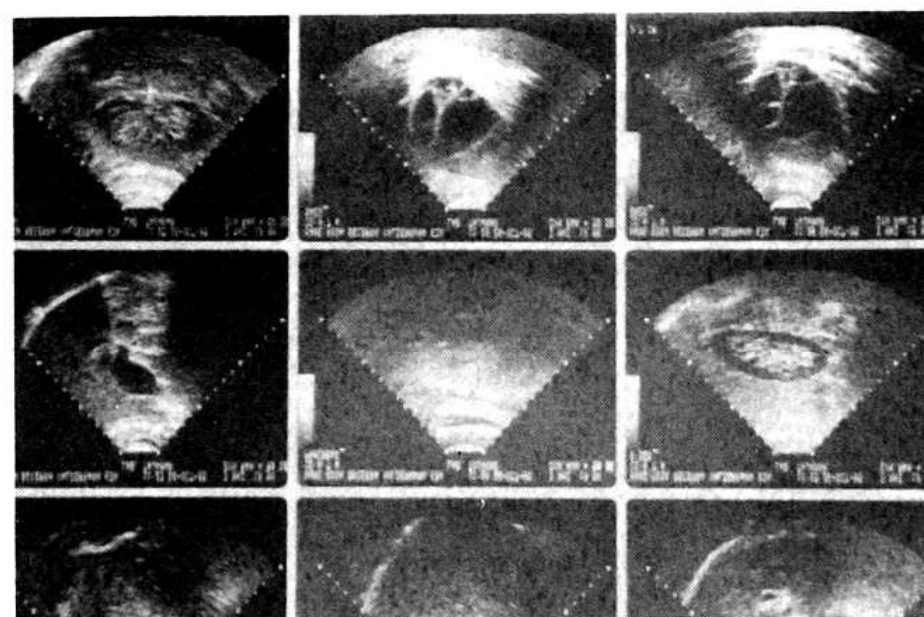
Ecotomografía abdominal.
